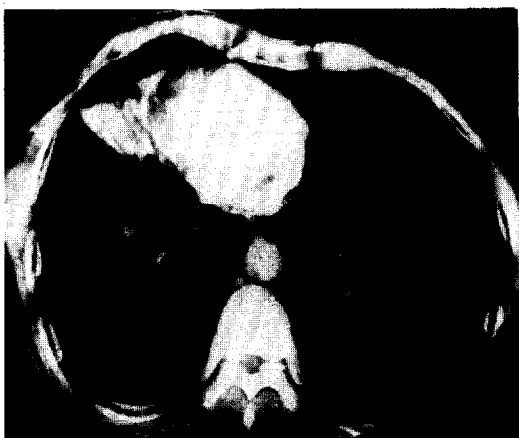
Chest CT checked at local clinic showed atelectasis of right middle lobe.
